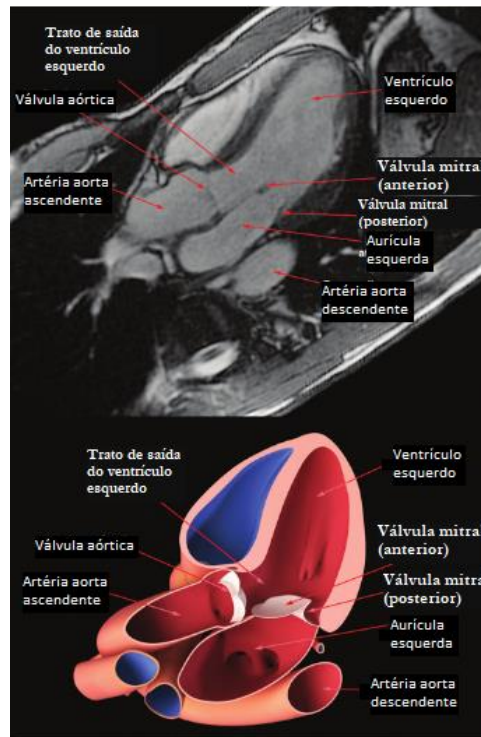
Anatomia cardíaca na RM, evidenciando o ventrículo esquerdo na sua maior extensão (adap. (Williamson, Eric E., McGee 2008))
